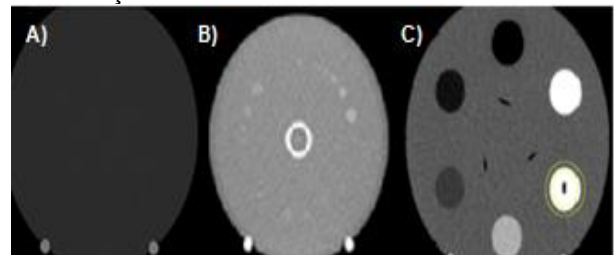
Imagens do simulador 062MQA, ilustrando os cortes correspondentes às regiões de uniformidade (A), resolução de baixo contraste (B) e número CT - diferentes estruturas (C), com destaque para região de interesse (ROI) na estrutura de Delrin®.
